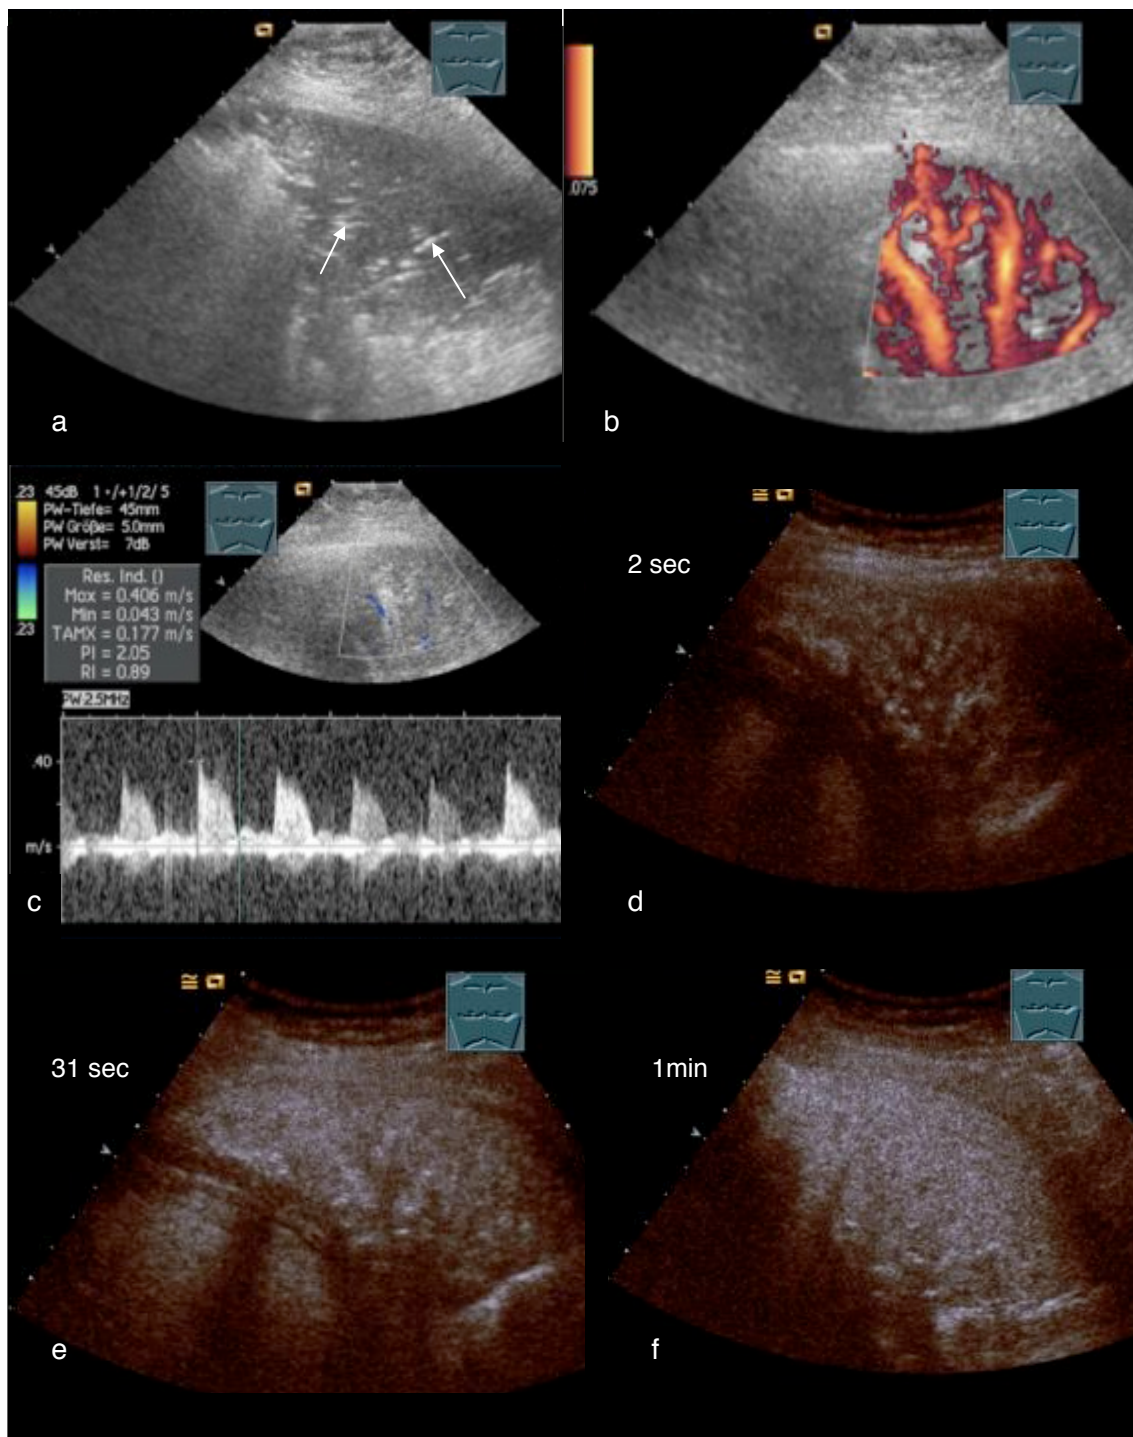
Patient Nr.8: 32-jährige Frau ohne Begleiterkrankungen: Aufnahme bei seit 1 Woche bestehender linksthorakaler Schmerzen und Husten sowie seit 2 Tagen bestehendem Fieber bis 39,7°; a) B-Bild-Sonographie: keilförmige, echoarme Läsion mit hellen Reflexen (s. Pfeile: Aerobronchogramm); b) Farbdopplersonographie: astartig betonte Gefäßdarstellung; c) Spektralkurvenanalyse: hochimpedantes biphasisches Flusssignal wie bei Pulmonalarterien; d) KUS: bereits nach 2 s findet eine Kontrastmittelanreicherung in der Läsion statt; e) KUS: nach 31 s ist die Läsion zunächst etwas inhomogen mit KM gefüllt; f) KUS: nach 1 min ist die Läsion homogen mit KM angereichert.
